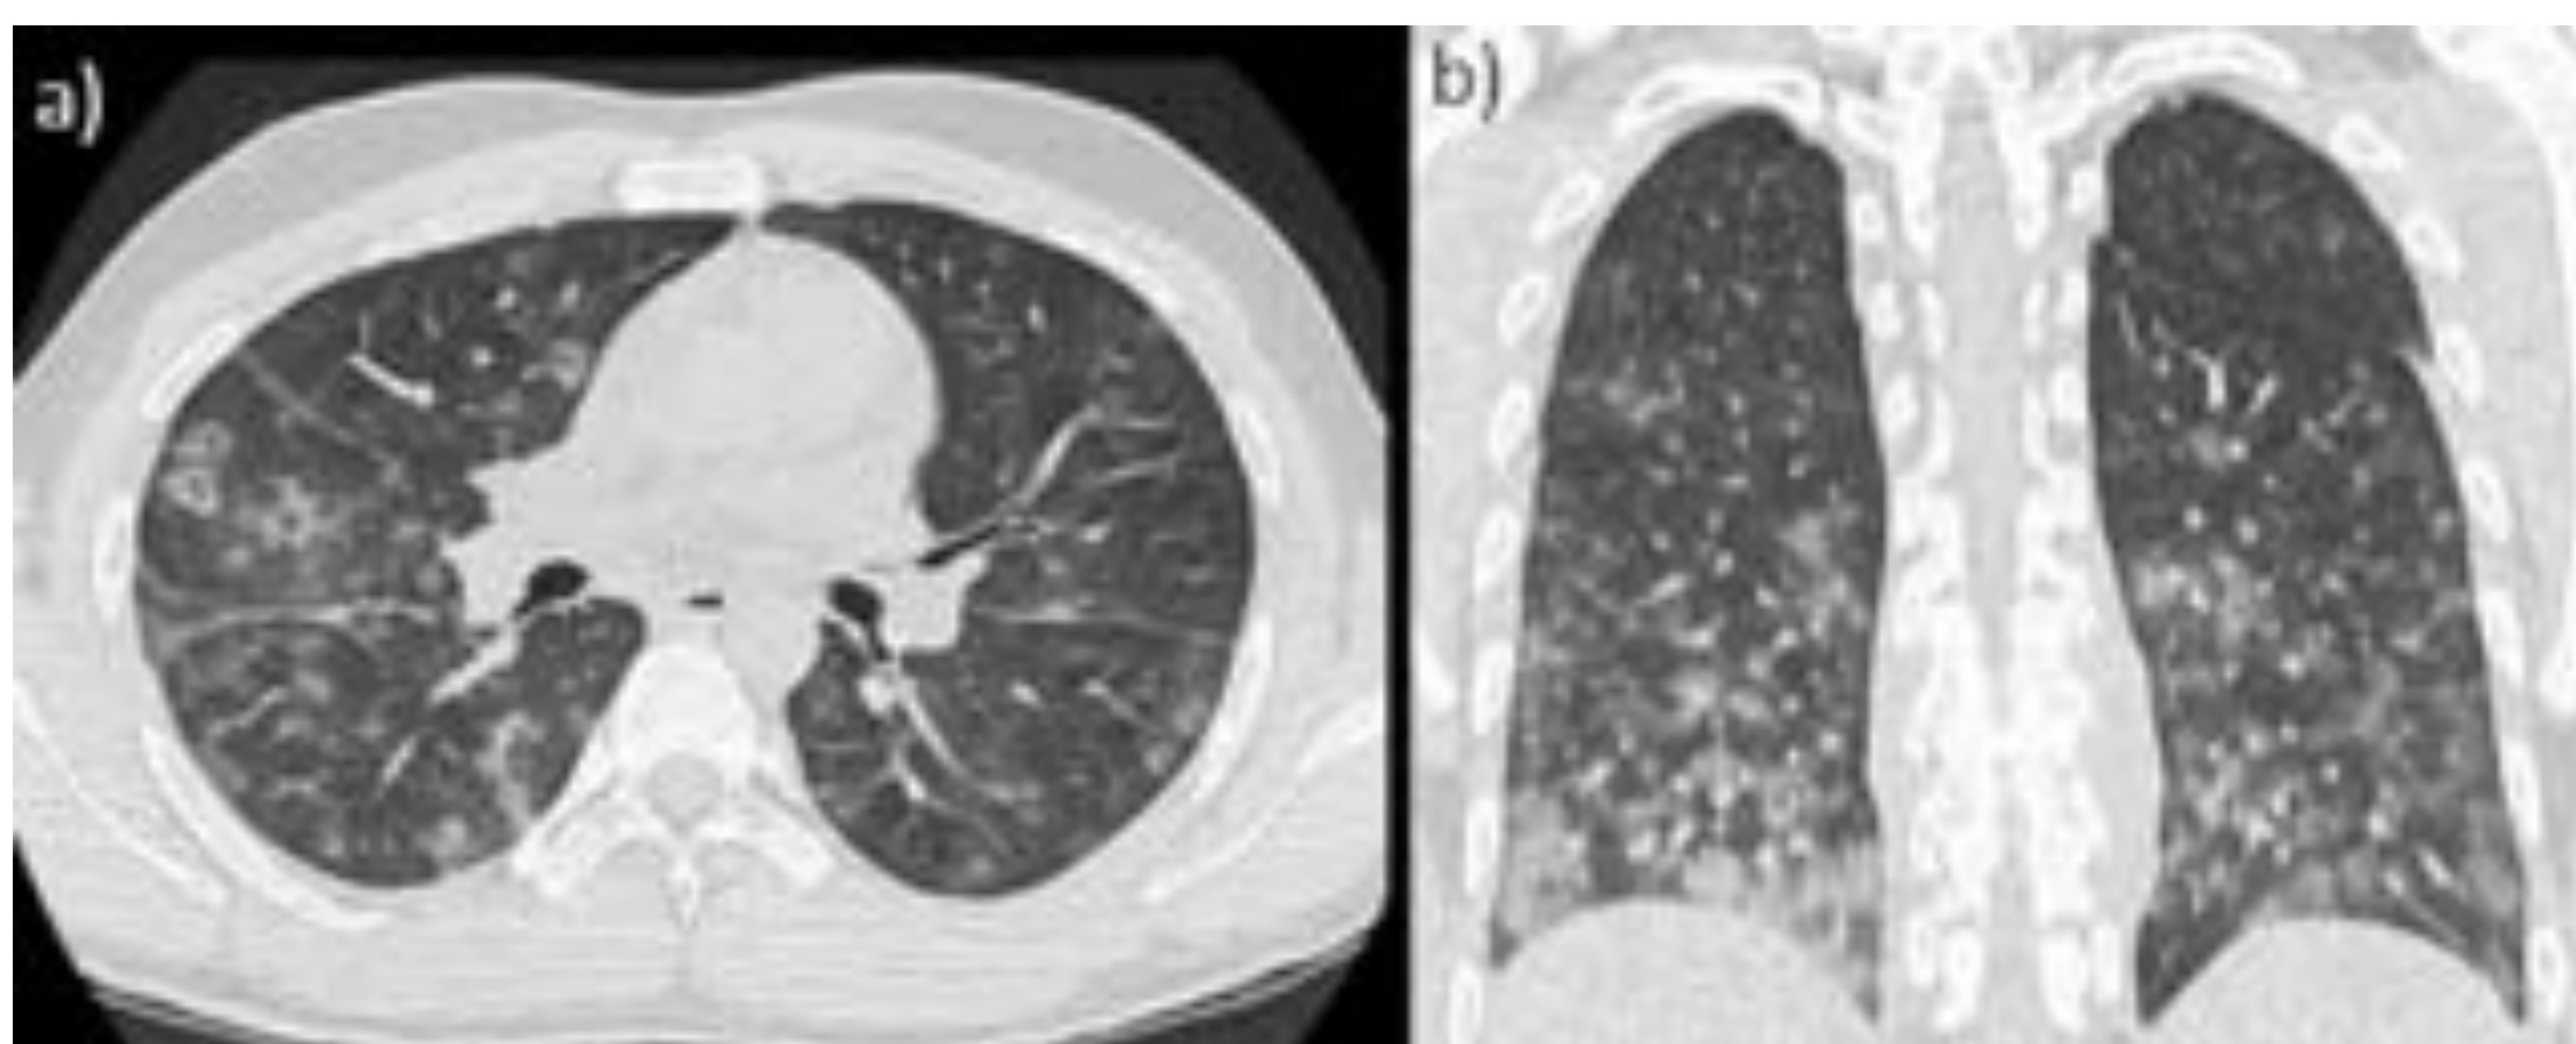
Imágenes de TC en las que se aprecia signo del halo inverso en LM (a) con interrupción del aporte arterial en reconstrucción sagital (b)
